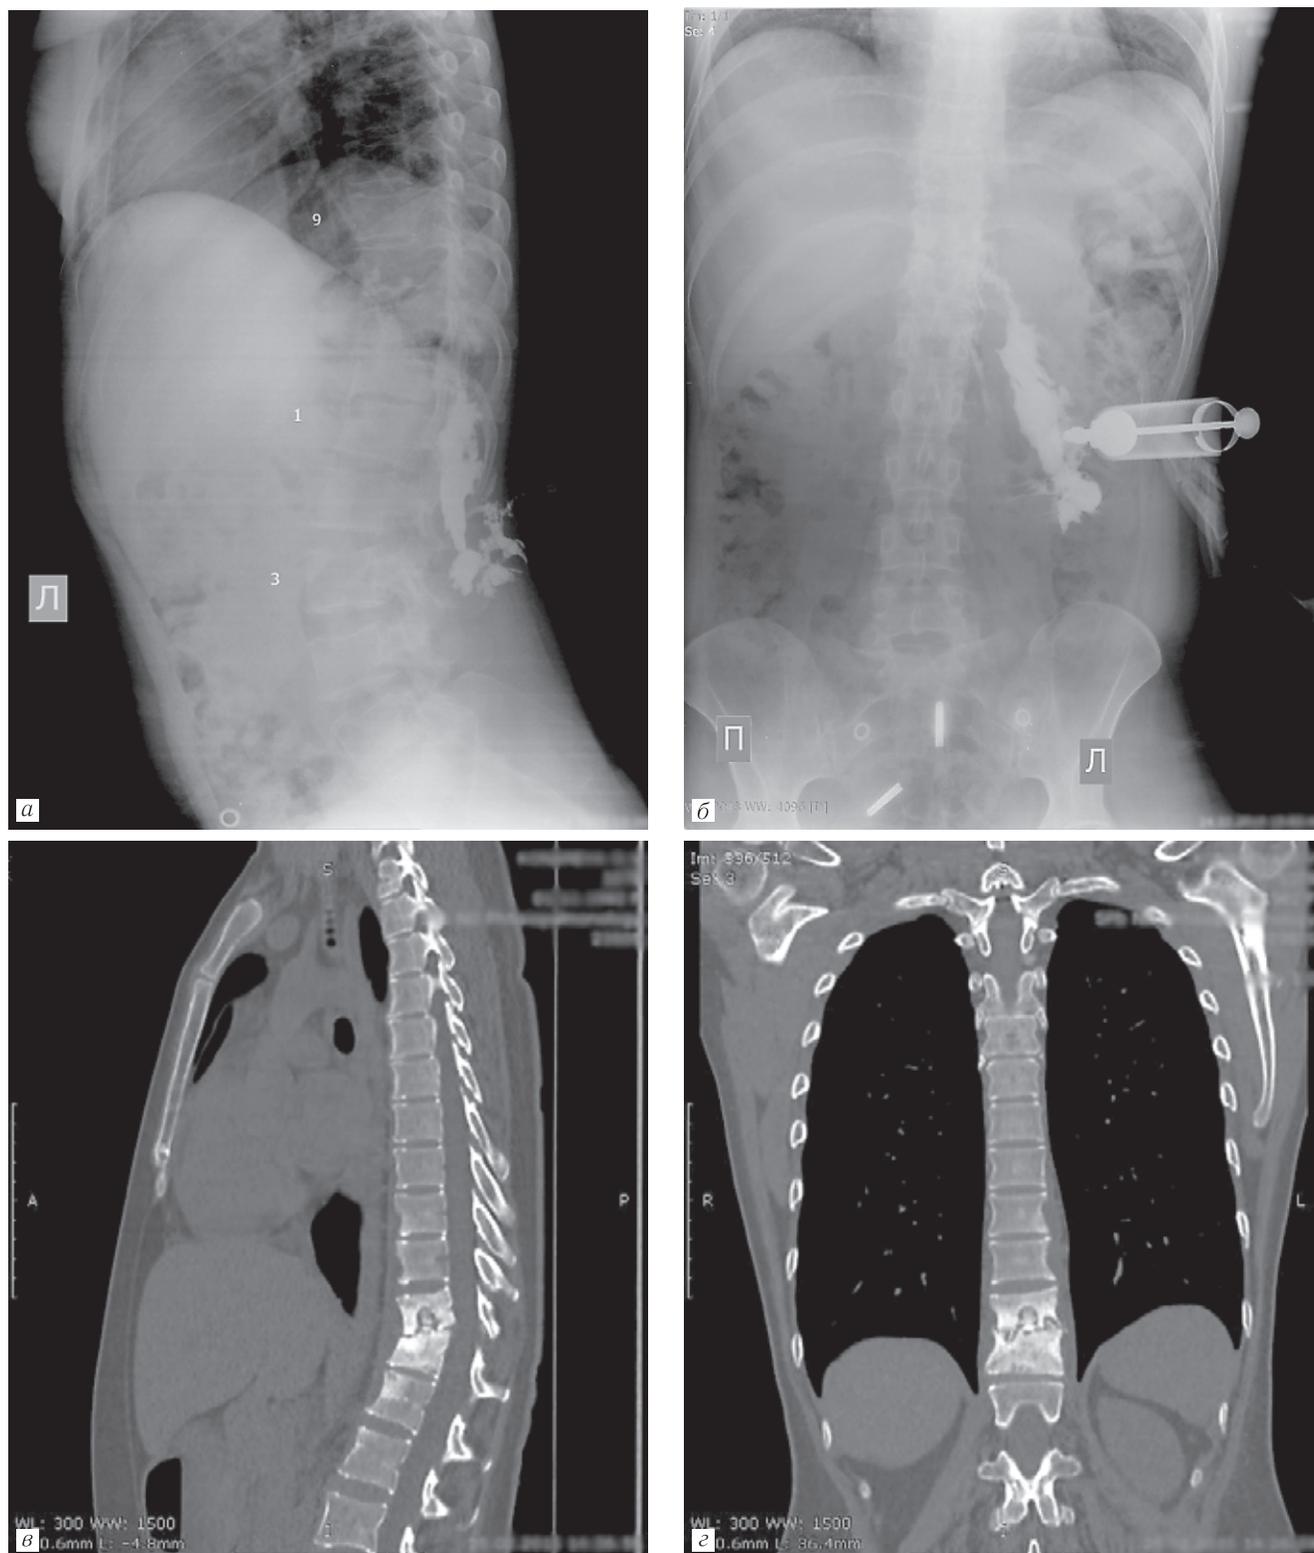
Позитивная фистулография с омнипаком: *а* — спондилограмма в боковой проекции; *б* — спондилограмма в прямой проекции; имеется функционирующий свищ в левой поясничной области. Компьютерная томография: *в* — боковая проекция; *г* — прямая проекция; контактная деструкция Th_{XI–XII}, краевая деструкция тел Th_{VIII–XII}, L_{I–II}; левосторонний псоас-абсцесс
